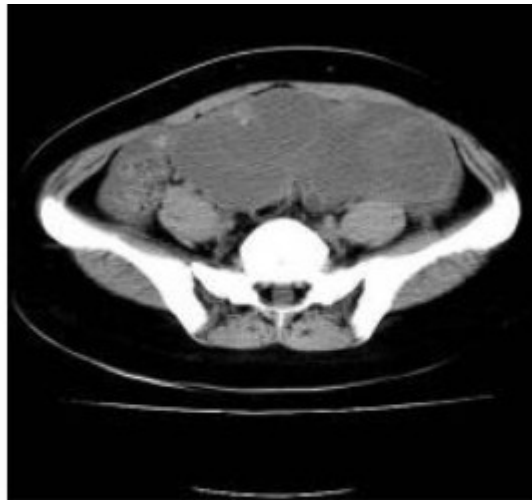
Tomografía axial computarizada de abdomen y pelvis muestra 2 grandes masas en la pelvis que parece corresponder a ambos ovarios.
